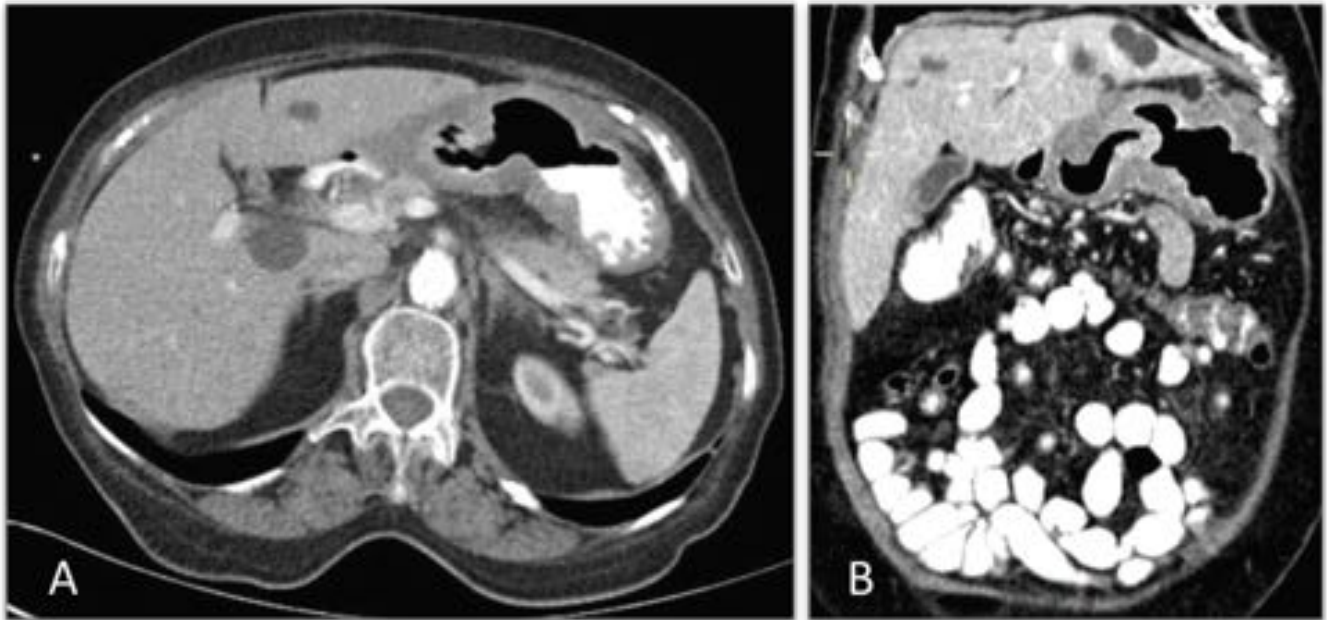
Mujer de 73 años, TC abdominopélvica con contraste oral e iv en plano axial (A) y reconstrucción coronal (B). Importante engrosamiento de las paredes gástricas que afecta tanto al cuerpo gástrico, curvatura menor y antro (este último en mayor medida), y que no condiciona obstrucción gástrica. No se observan adenopatías perigástricas. Adenopatías de hasta 17 mm de eje corto latero-aórticas izquierdas, justo por debajo del hilio renal izquierdo. Linfoma células B de la zona marginal nodal.
